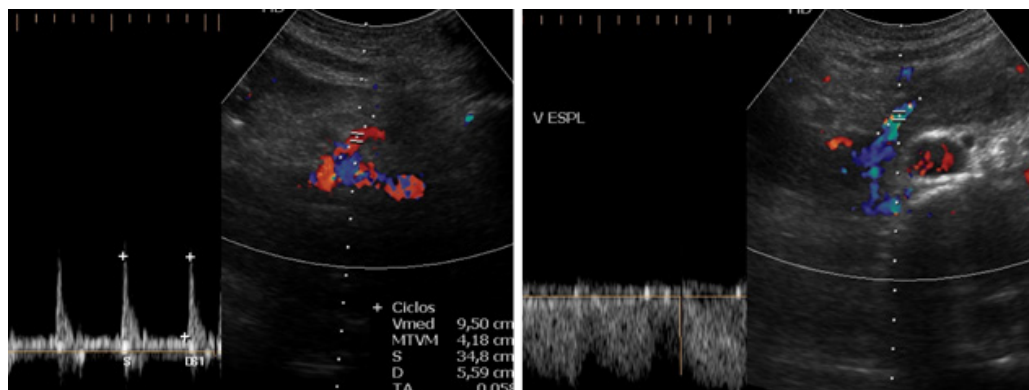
Avaliação Doppler normal do pâncreas transplantado. Avaliação da artéria esplênica (imagem direita) e da veia esplênica (imagem esquerda) adequadas neste paciente recentemente transplantado.
